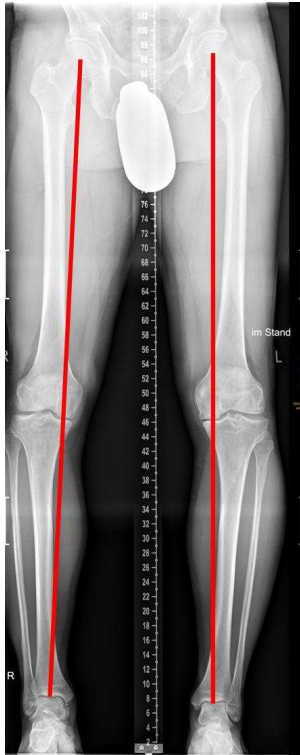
Konventionelles Röntgenbild einer Ganzbeinaufnahme im Stand und antero-posterioren Strahlengang bei einem Patienten mit Genua vara beidseits. Die Mikulicz-Linie (rot) verläuft beidseits deutlich medial der Mitte des Tibio-Femoralgelenks.
